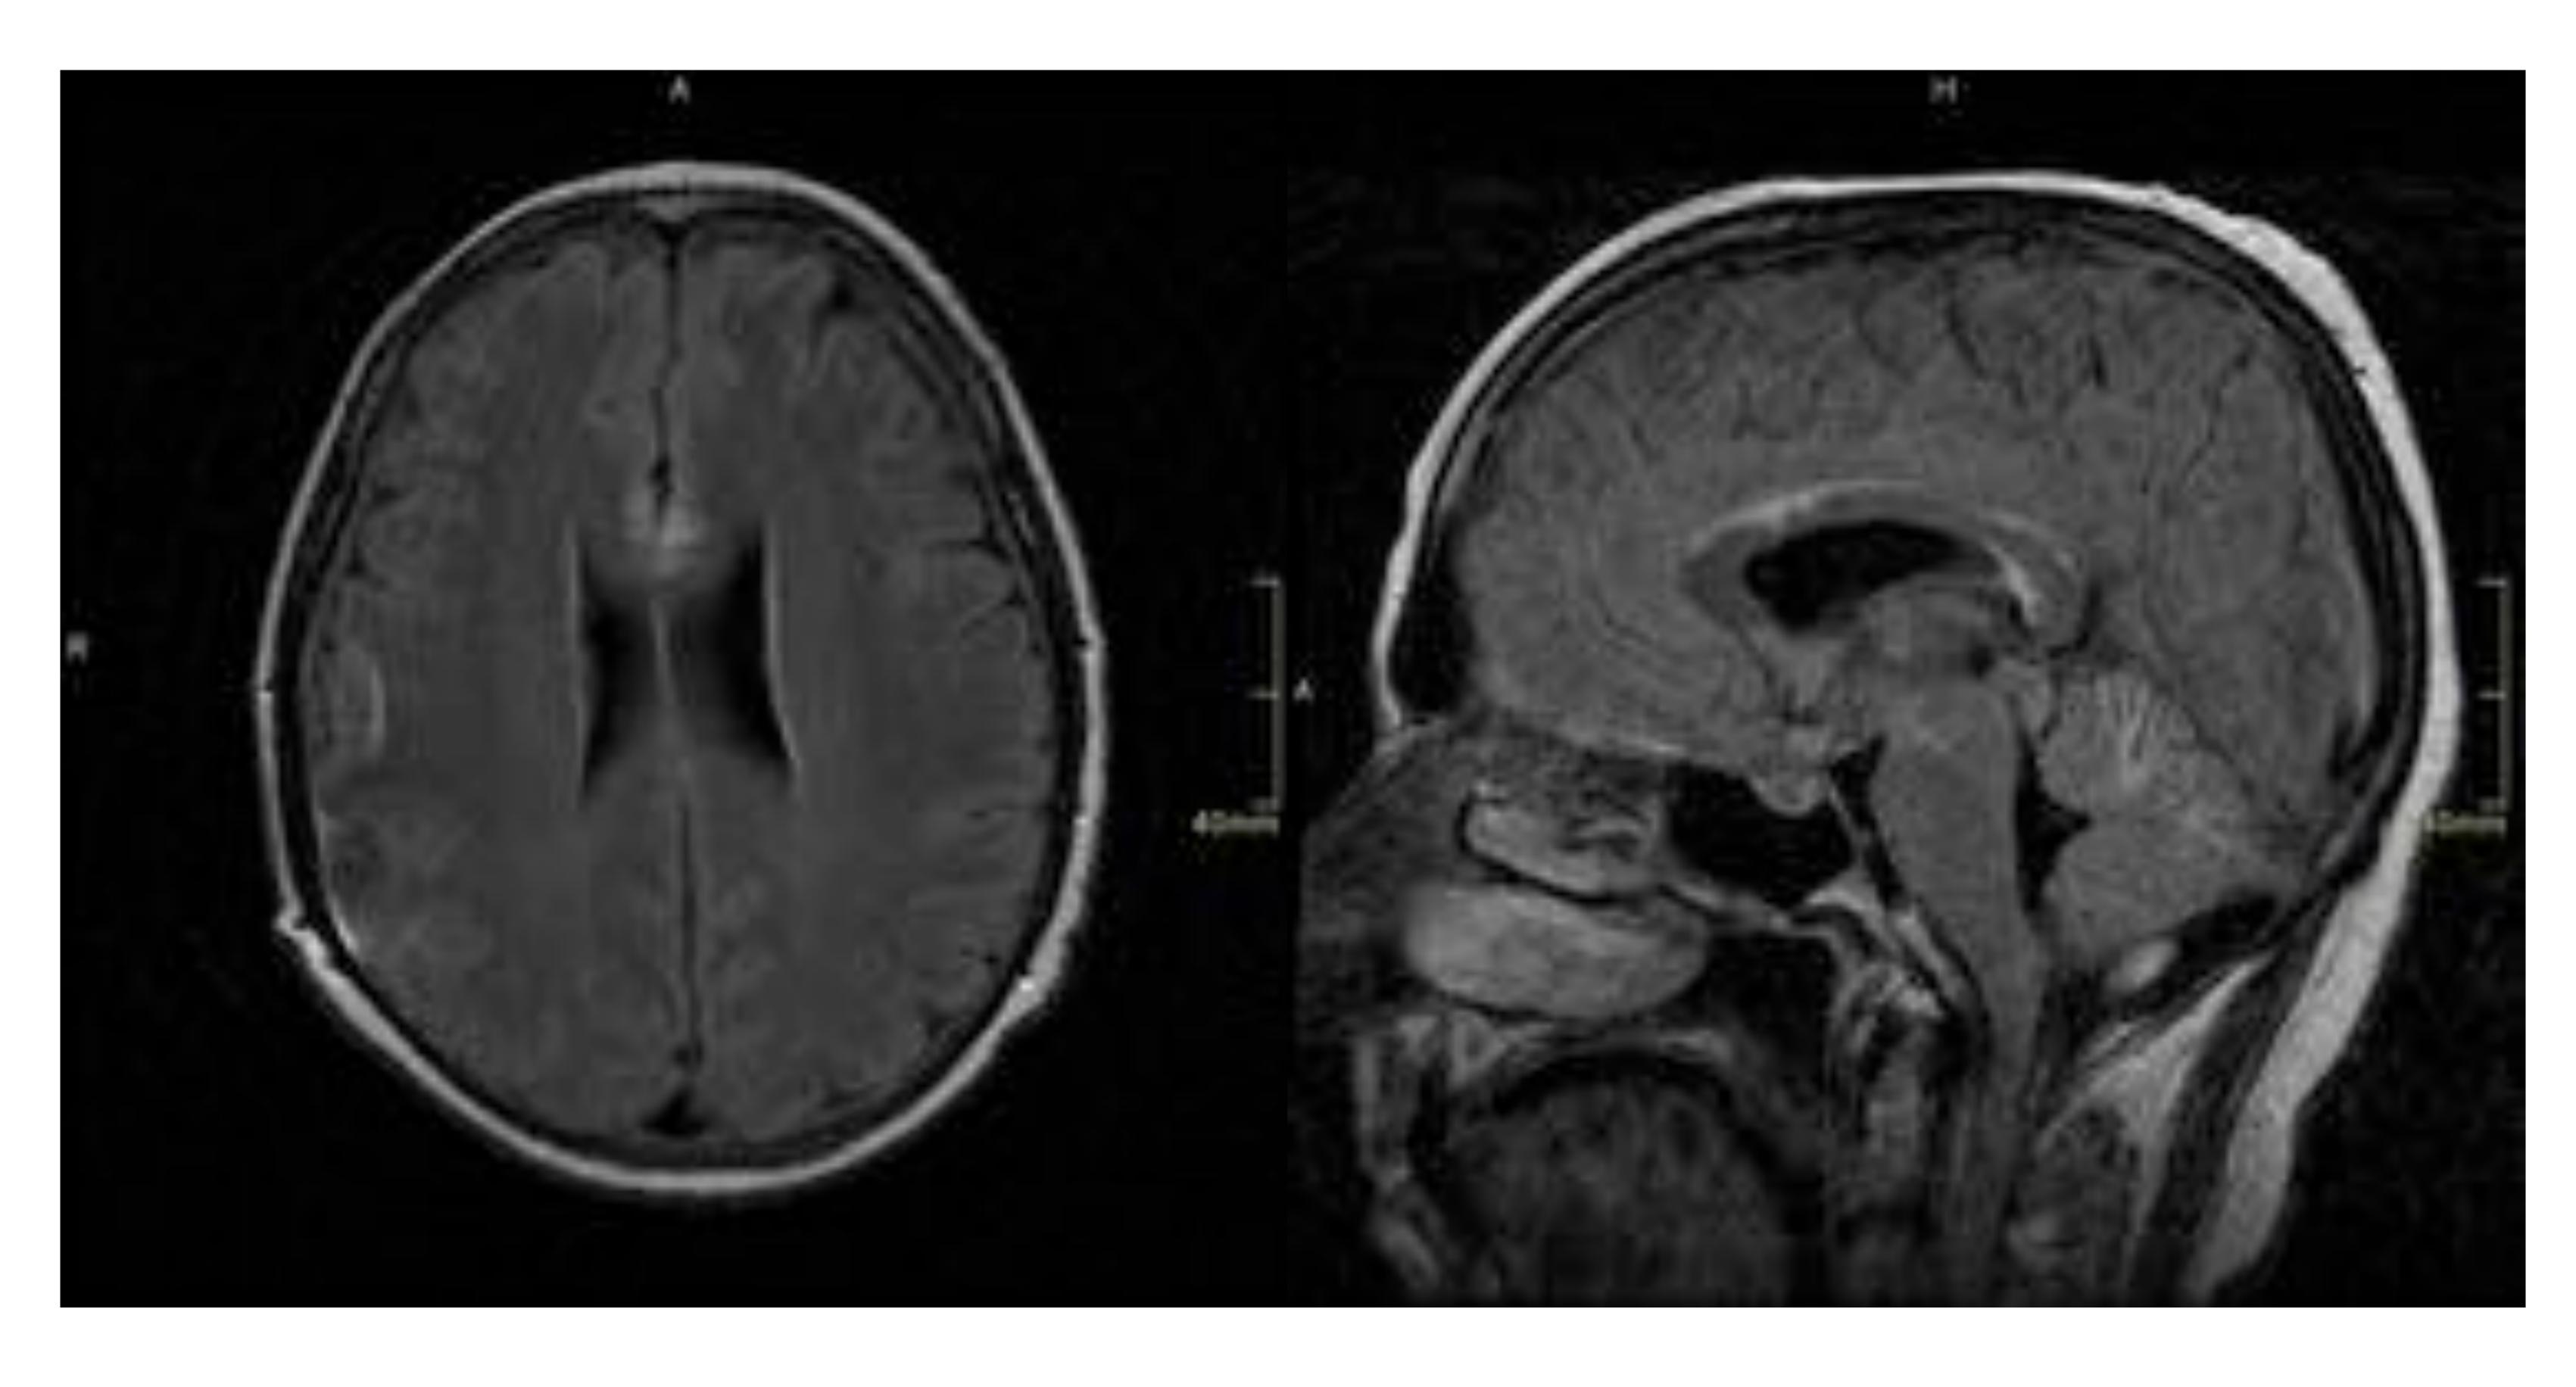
Enfermedad de Marchiafava Bignami. Imágenes de RM axial y sagital FLAIR: Hiperseñal en rodilla y esplenio del cuerpo calloso.
